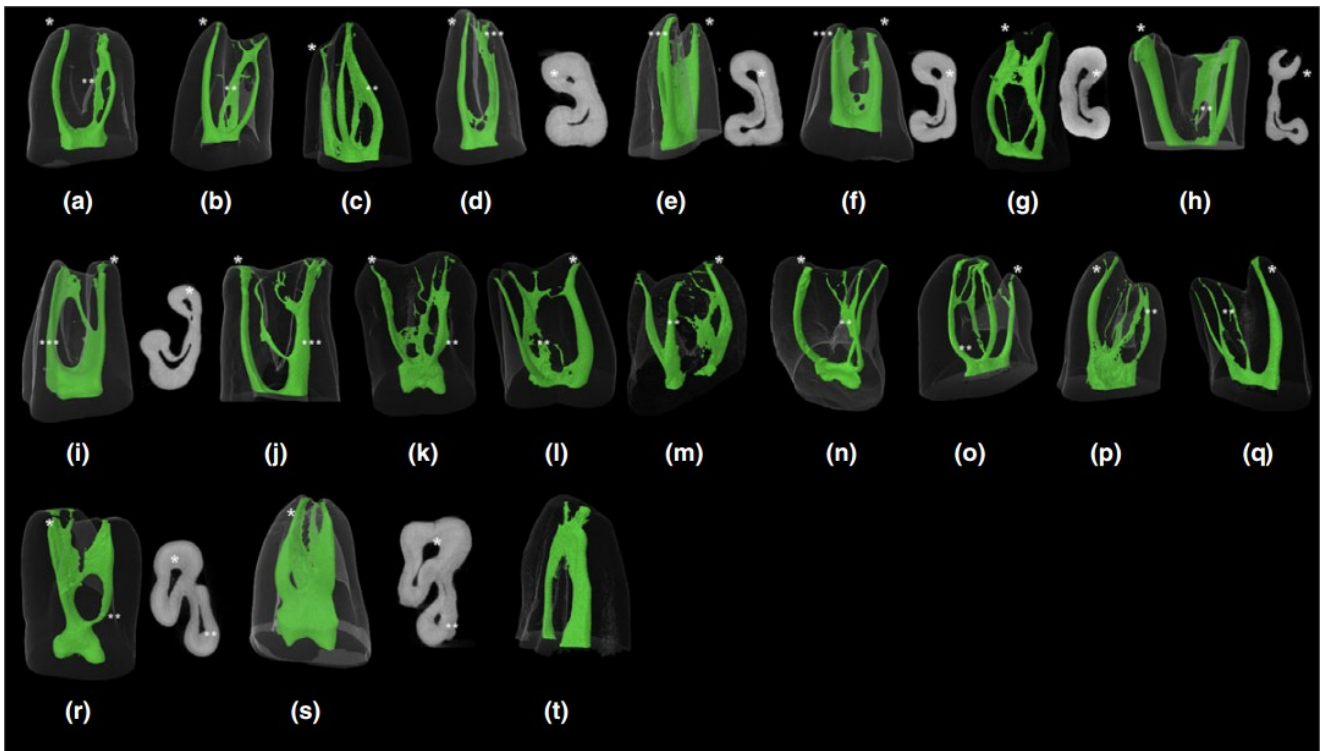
Dreidimensionale Mikro CT Rekonstruktionen (mit einer Auflösung von 19,2 μm) von Wurzelkanalformationen eines zweiten Oberkiefermolaren. Dargestellt sind repräsentative Aufnahmen von fusionierenden Wurzelkanälen (a-t), im Querschnitt c-förmige Wurzelkanäle (d-i), buccale Kanäle, die in separate Foramina münden, aber Verbindung zum palatinalen Kanal besitzen (k-m), und komplett separate buccale Kanäle (n-q) (Ordinola-Zapata et al., 2017) (copyright 2018, mit Genehmigung von John Wiley and sons, s. Anhang)
